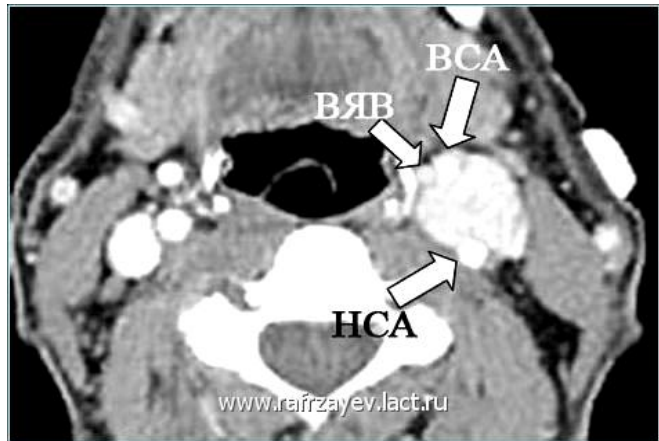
МРТ с ангиографией идентифицирует топографию опухоли
